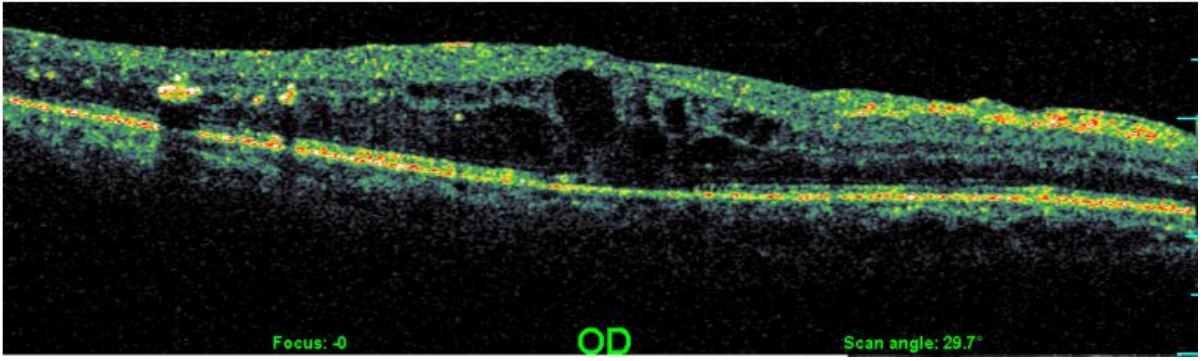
‘RNFL’ programı ile optik koherens tomografide makula retina sinir lifi tabakası ölçümü
